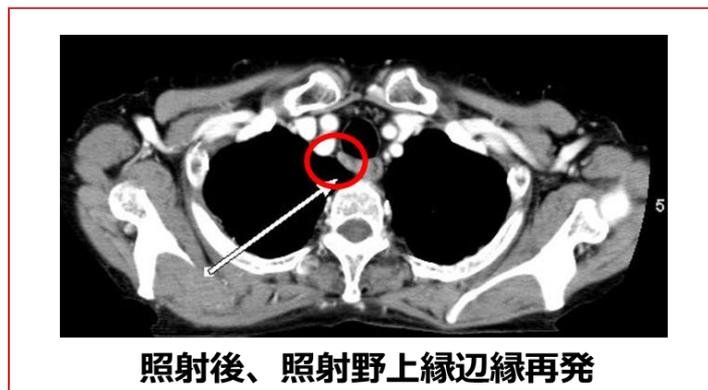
IFRT での照射野外所属リンパ節再発症例 1（上は治療前原発巣とリンパ節腫大なしの CT 画像。中段は照射野、一番下は再発部位）
